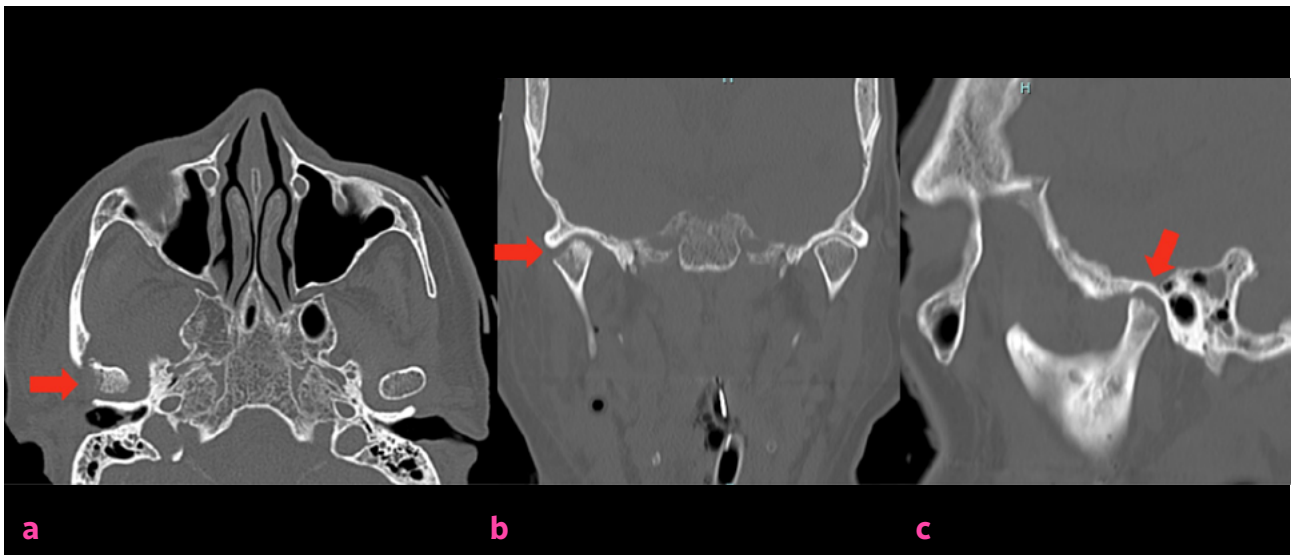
TC de corte axial (a) coronal (b) y sagital (c). Se evidencia pérdida de la cortical ósea y aplanaamiento del polo lateral del cóndilo mandibular derecho.
